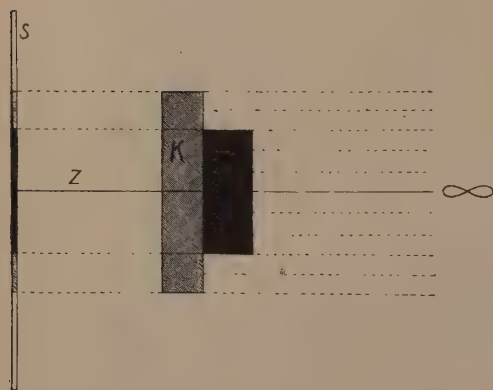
Röntgenparallelprojektion.
